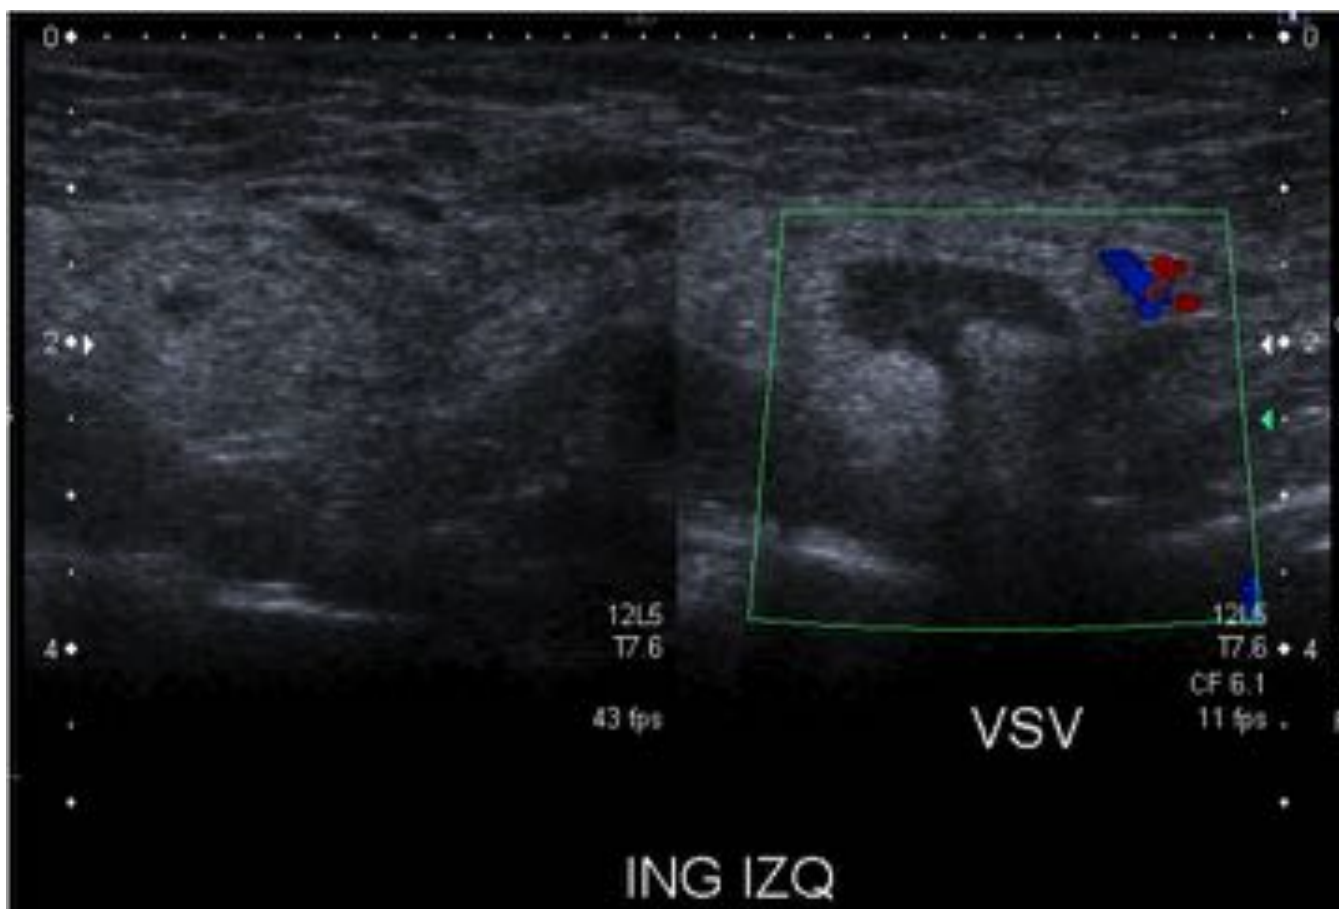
mujer de 42 años con dolor inguinal izquierdo de 2 meses de evolución y masa palpable de reciente aparición no reductible, referida con sospecha de hernia inguinal. Ecografía inguinal izquierda que muestra protrusión de grasa omental medial a los vasos femorales con pequeña colección inflamatoria que protruye durante la maniobra de Valsalva.
